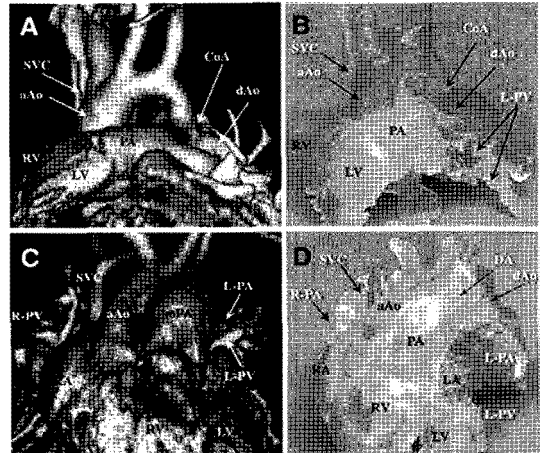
Multislice CT images (A and C)와 제작된 biomodels (B and D).
